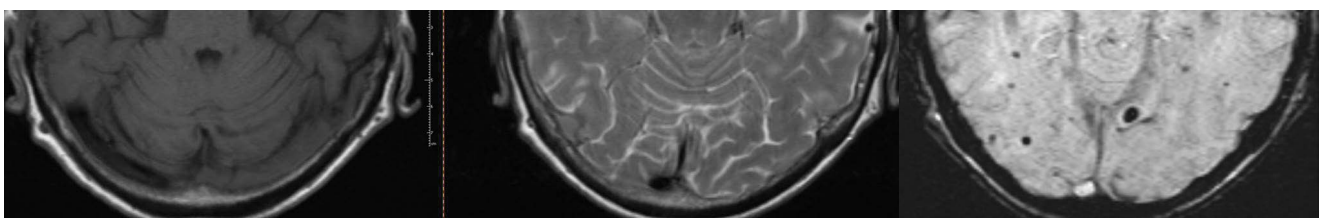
Czarne zmiany patologiczne w sekwencji Gradient Echo (Pracownia rezonansu magnetycznego, Szpital Świętego Ducha w Sandomierzu, kierownik lek. Małgorzata Kołeczek)
